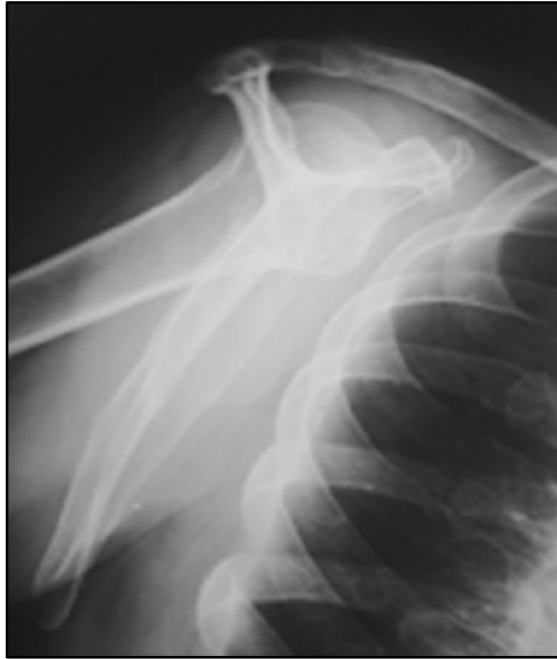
Radiographie standard du thorax en vue tangentielle (profil de l'omoplate) : élargissement de l'espace sous scapulaire avec une opacité extra thoracique siégeant sous la pointe de la scapula, en faveur d'un élastofibrome(38).
